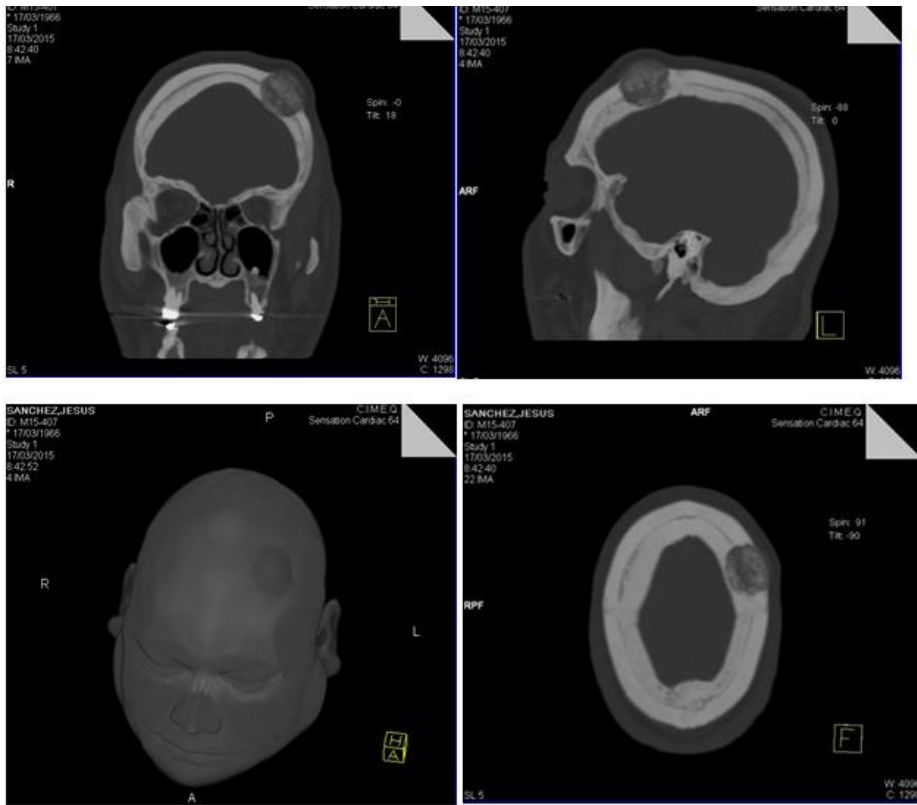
TAC de cráneo simple evolutiva en ventana ósea, donde se observan las características osteolíticas de la lesión.
